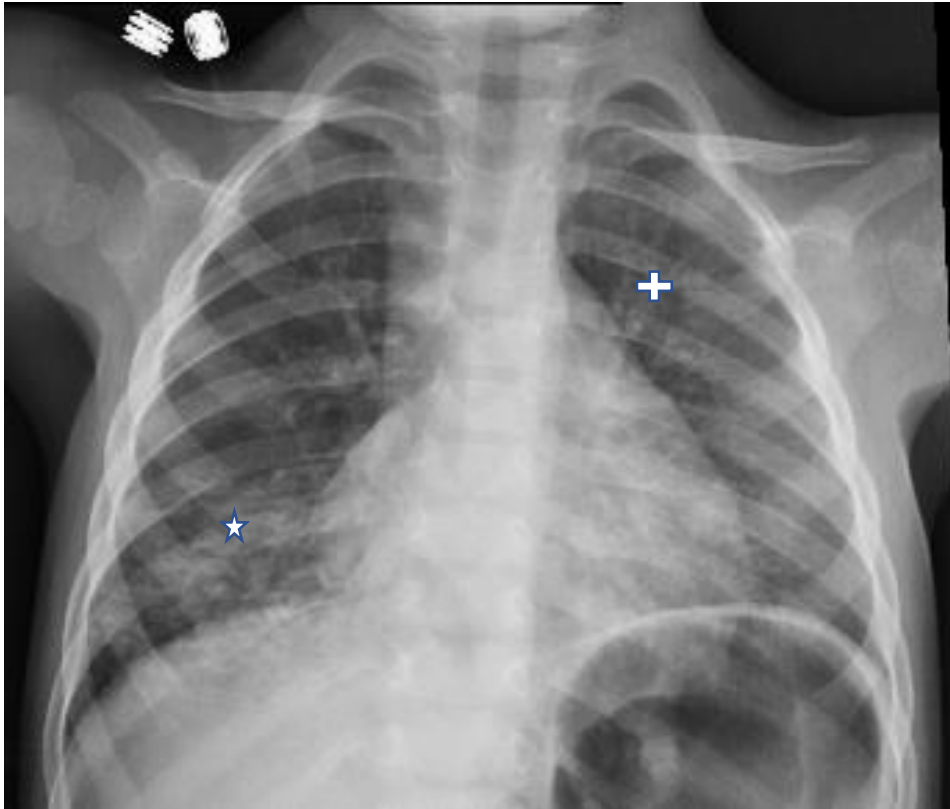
Radiographie thoracique de face d'un enfant de 2ans montre des opacités basales droites, mal limitées, confluentes par endroits, avec présence d'un bronchogramme aérien (★), traduisant un syndrome alvéolaire, avec la présence des infiltrats réticulo-micronodulaires diffus (+), évoquant un syndrome alvéolo-interstitiel. L'ensemble de ces anomalies est en faveur d'une pneumopathie d'inhalation dans un contexte d'intoxication par hydrocarbures.
